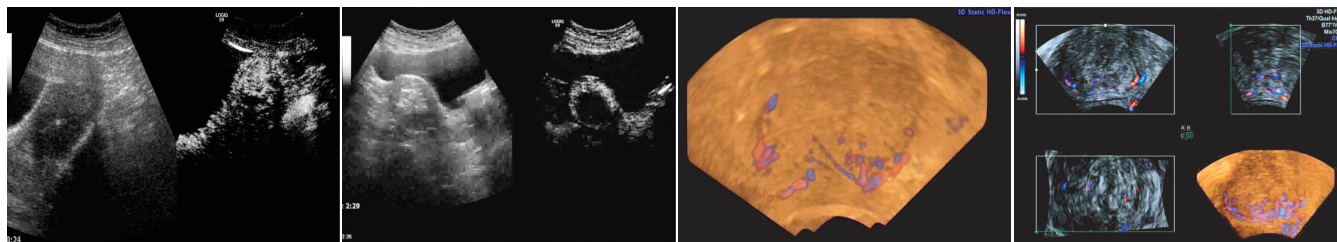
CEUS 子宫肌瘤显示为高增强 图 2 子宫肌瘤射频消融术后 2 h 超声造影显示无灌注 图 3 3D-CPA 显示 II 级血流子宫肌瘤 图 4 3D-CPA 显示 III 级血流子宫肌瘤
